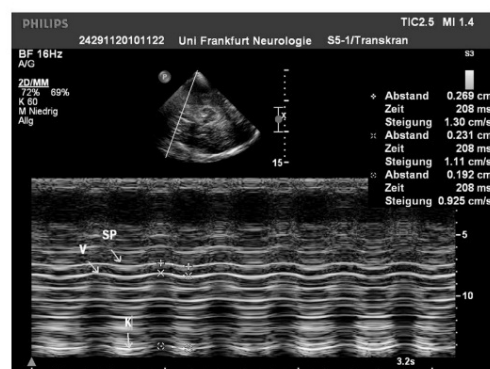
Measurement of the undulation of the septum pellucidum, ventricle wall and cranial bone with M-mode sonography. K = cranial bone; SP = septum pellucidum; V = ventricle wall.
